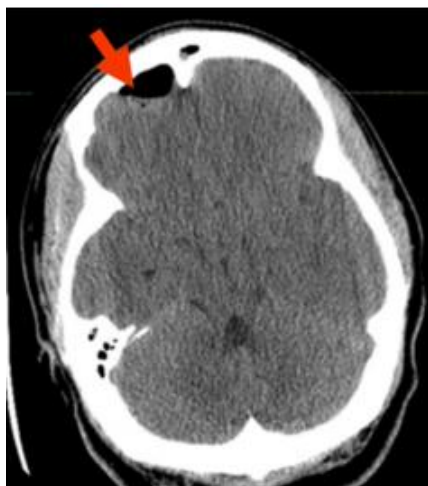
TC mostra abscesso epidural frontal à direita (biconvexo)¹²²
